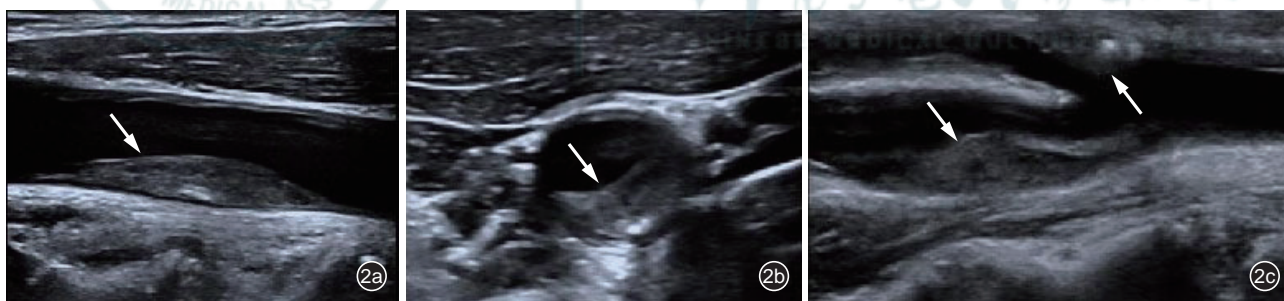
颈动脉斑块灰阶超声图像。图 a 为颈动脉斑块纵断面图像; 图 b 为颈动脉斑块横断面图像; 图 c 为多发斑块横断面图像(白色箭头为斑块)
